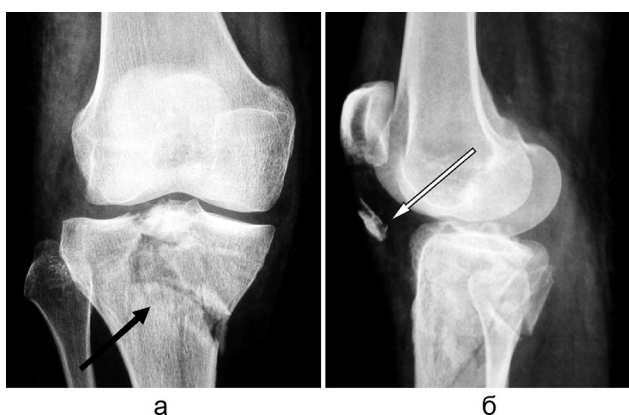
Рентгенограммы правого коленного сустава больной К., 20 лет, в прямой (а) и боковой (б) проекциях
